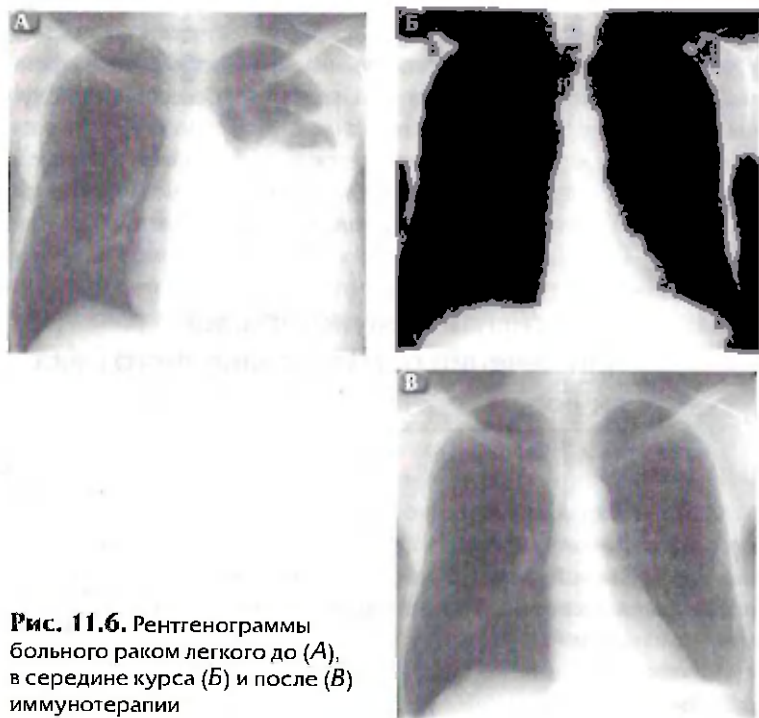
Рентгенограммы больного раком легкого до (А), в середине курса (Б) и после (В) иммунотерапии
